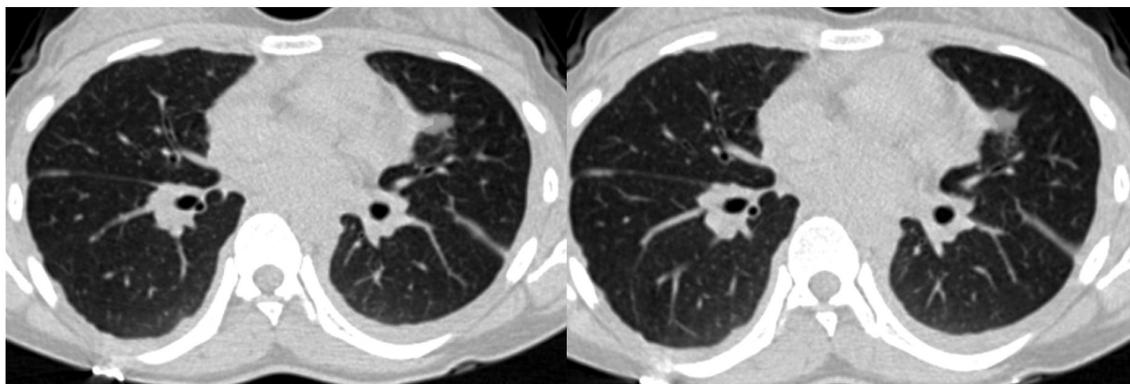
КТ, поперечный срез. Узел в левом легком, прилежащий к средостению, выявлен программой ИИ и промаркирован голубым цветом.
